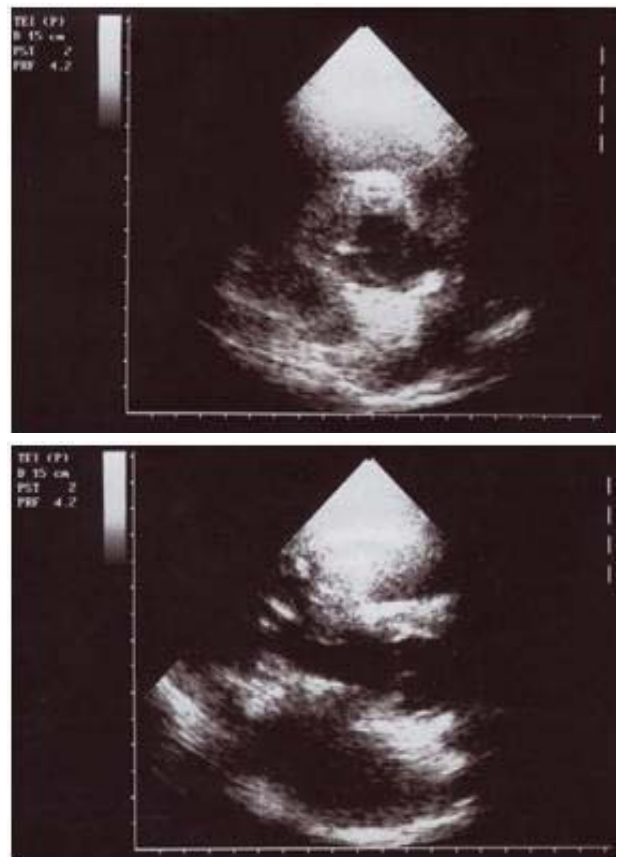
Ecocardiografia transtorácica pós-cirurgia. Observa-se homoenxerto aórtico funcionante, e apesar da inferior qualidade das imagens, um aumento da densidade tecidual, sugestiva de inflamação.
